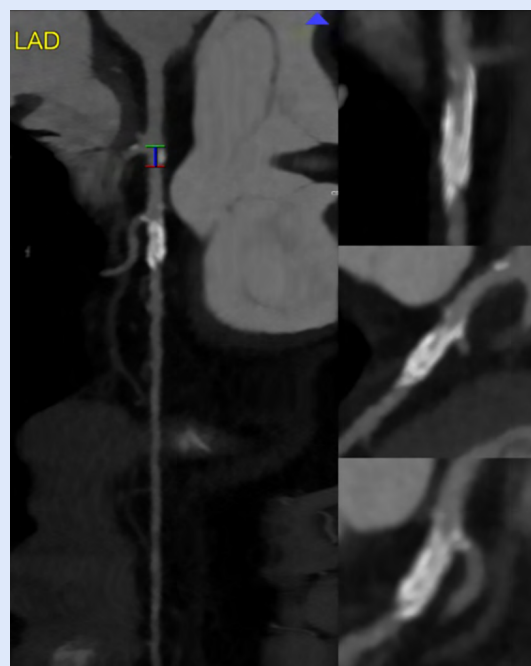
Tomografía computarizada coronaria que muestra una extensa calcificación circunferencial del segmento proximal de la arteria descendente anterior.
